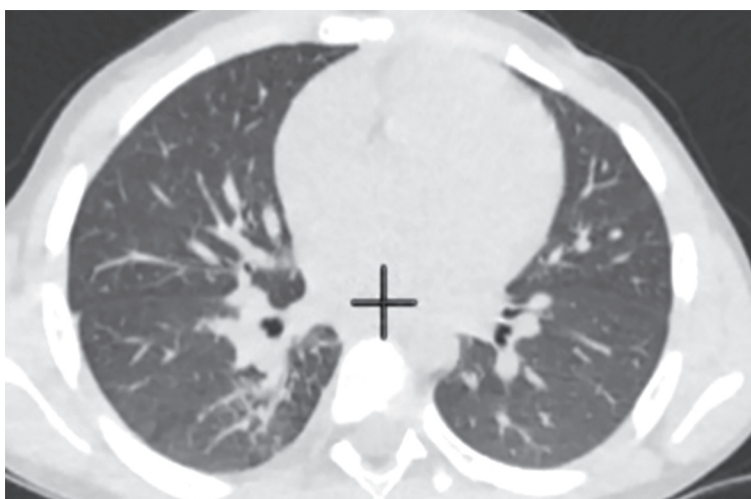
Данные МСКТ ОГК ребенка А., при окончании лечения.
